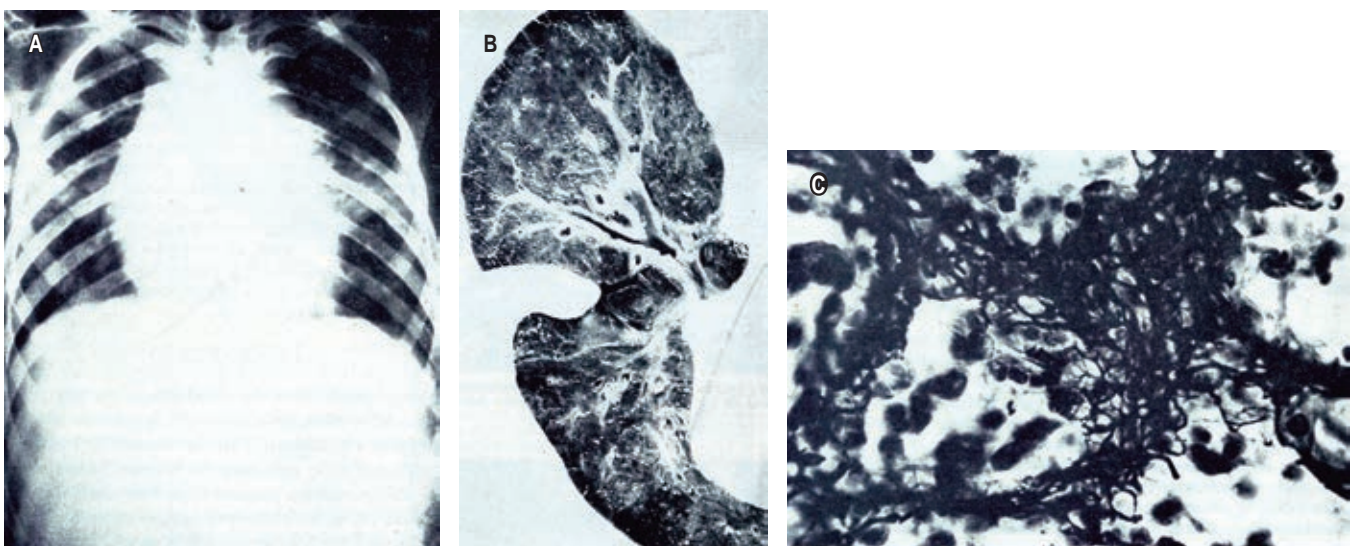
Imágenes originales del artículo publicado en *Rev Mex Tuberc* en 1961: «Fibrosis intersticial difusa» de Vargas de la Cruz, *et al.*;² reporte de un caso clínico y de autopsia. A) Se muestran una radiografía de tórax donde se observan pequeñas zonas de condensación; B) un corte del pulmón izquierdo descrito como compacto; y C) se ilustra un corte histopatológico que evidencia proliferación de fibras del tabique interalveolar, lo que contrasta con algunas zonas normales.
